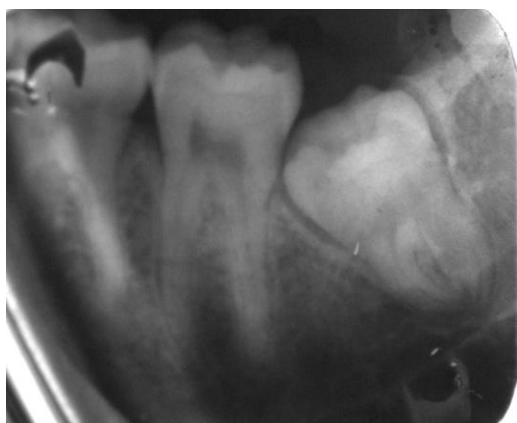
Дентальная рентгенография — полуретенция, дистопия зуба 3.8
